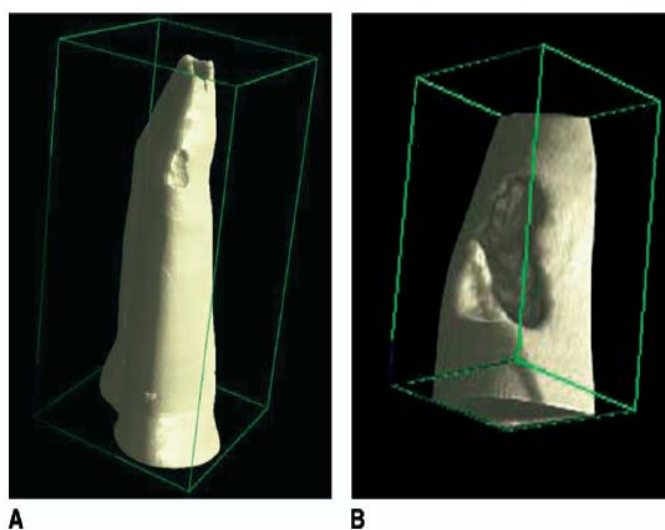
Micro CT 下牙根被吸收的情形(Harris et al., 2006)
